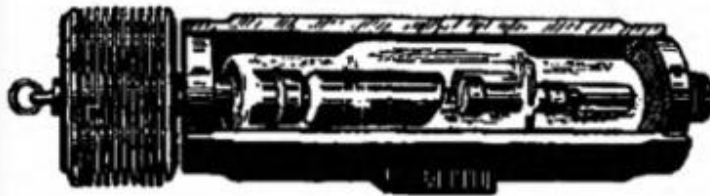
Терапевтическая рентгеновская трубка с дисковым вольфрамовым анодом.
